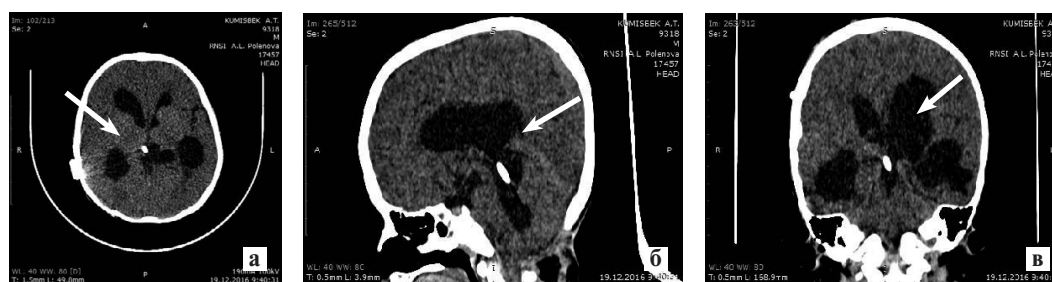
Результаты спиральной компьютерной томографии головного мозга: MIP (maximum intensity projection) – реконструкция в аксиальной (а), сагиттальной (б) и коронарной плоскостях (в).
